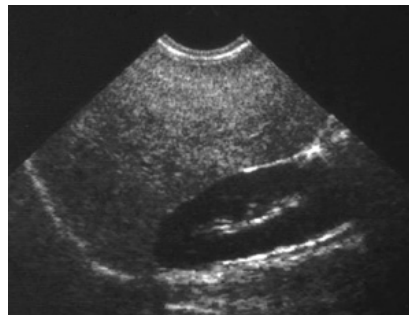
Ecografía abdominal: hígado aumentado de tamaño y de ecogenicidad por la infiltración grasa. El riñón derecho que está más profundo se ve marcadamente hipoeecogénico (signo del riñón negro o black kidney sign). Esto se da porque la transmisión del sonido se hace deficiente en un hígado infiltrado por grasa, por lo que no produce muchos ecos en las estructuras más profundas.
